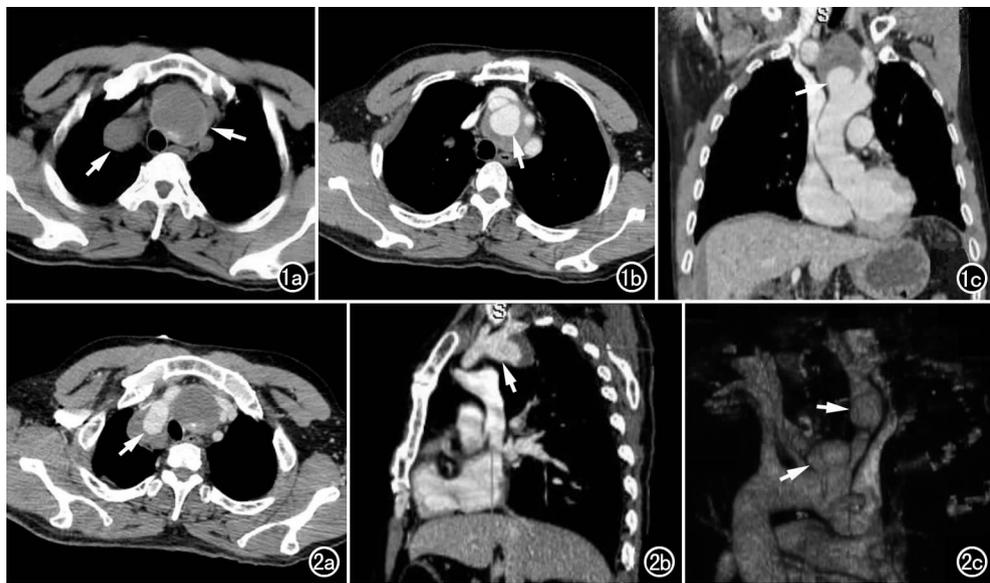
a) CT平扫示主动脉弓上方及右侧第一胸肋关节后方类圆形肿块影(箭),瘤体1后缘可见钙化影; b) CT增强示瘤体1及强化的假腔(箭); c) MPR示瘤体1(箭)与升主动脉的关系及破口大小。图2 a) CT增强示瘤体2及强化的假腔(箭); b) MPR示瘤体2(箭)与右侧锁骨下动脉的关系及破口大小; c) 三维重建同时显示2个瘤体假腔与母体血管的关系(箭)。
